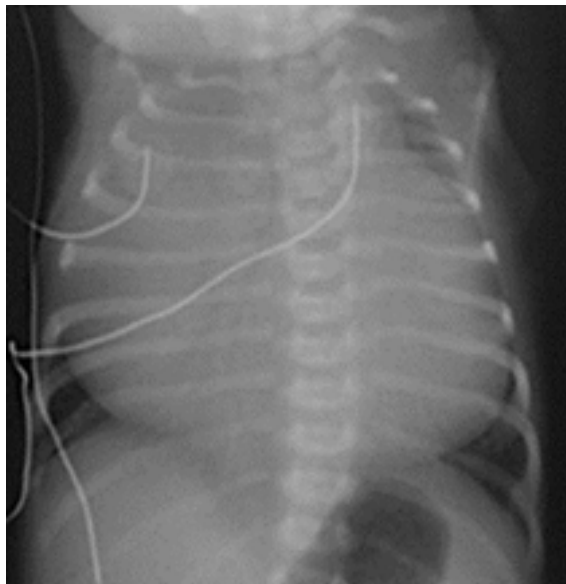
Radiografía de tórax de un paciente con tetralogía de Fallot
